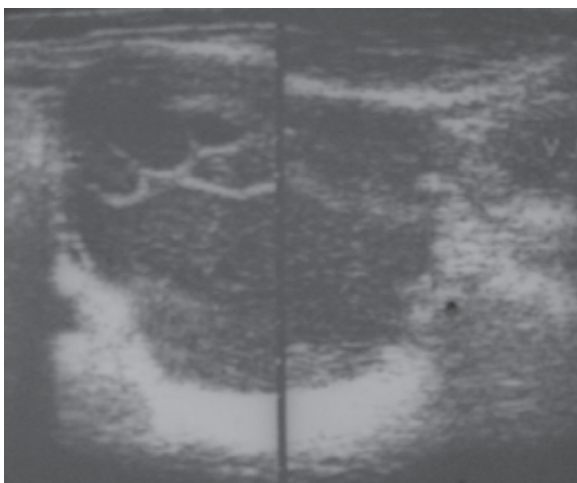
Ultrasonografía. Cistoadenoma ovárico.
